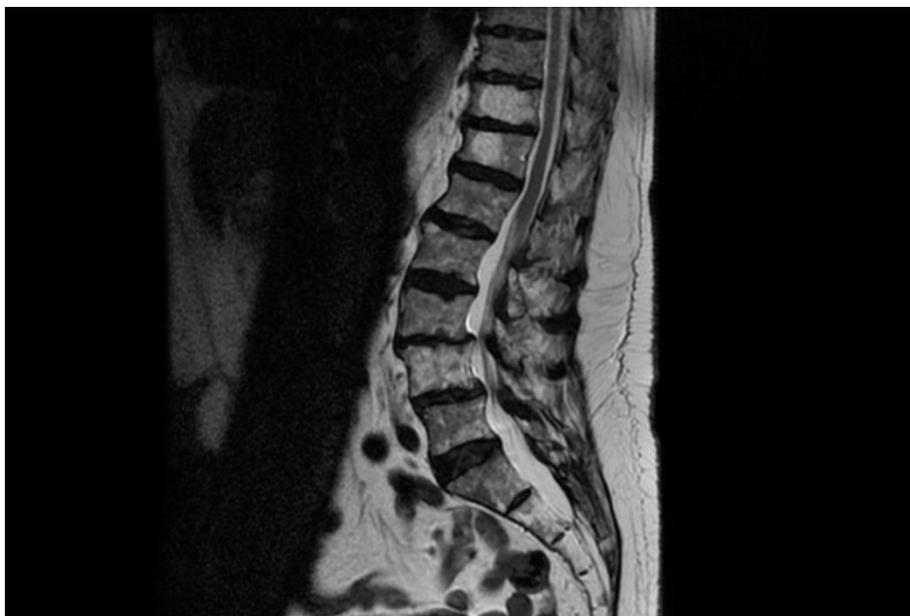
RMN columna lumbar (corte sagital)
